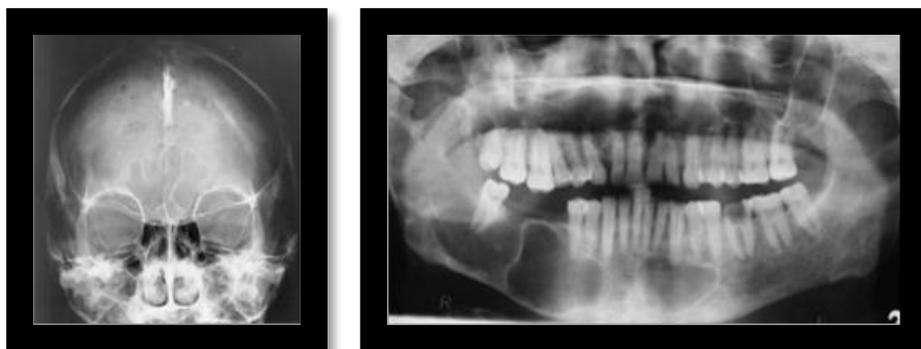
radiografía PA de cráneo, se observa la calcificación de la hoz cerebral.
